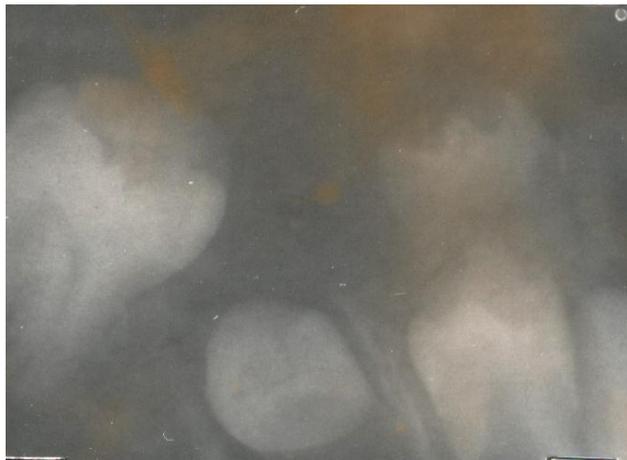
Radiografía periapical donde se observa anquilosis del 75 y sucesor permanente en posición transversa. (Paciente 1 antes del tratamiento).
